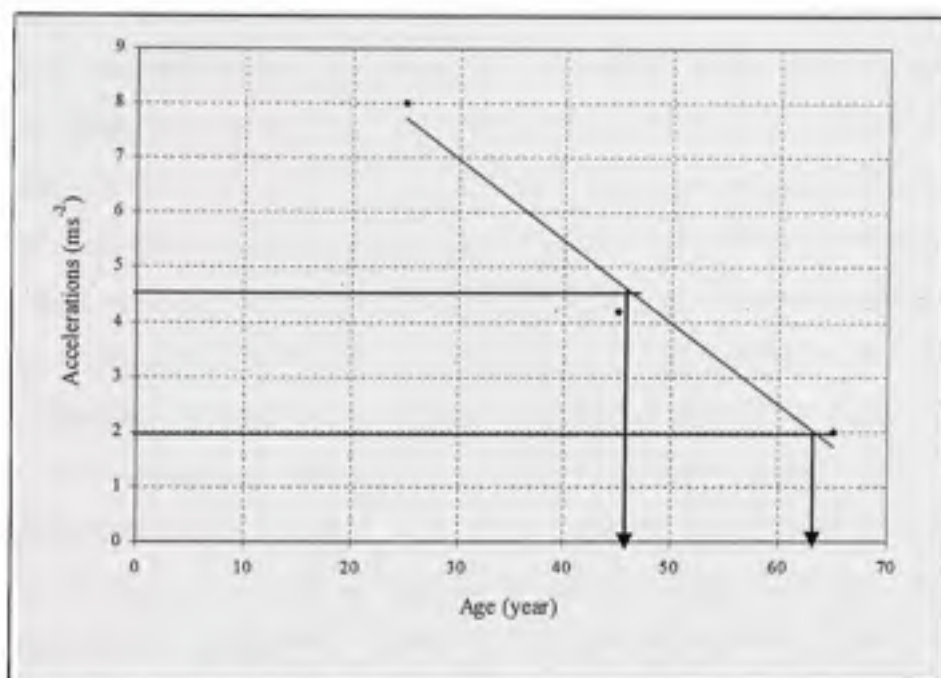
Injury Risk Factor with acceleration amplitude at the seat, at resonant frequency for different ages and osseous densities.
